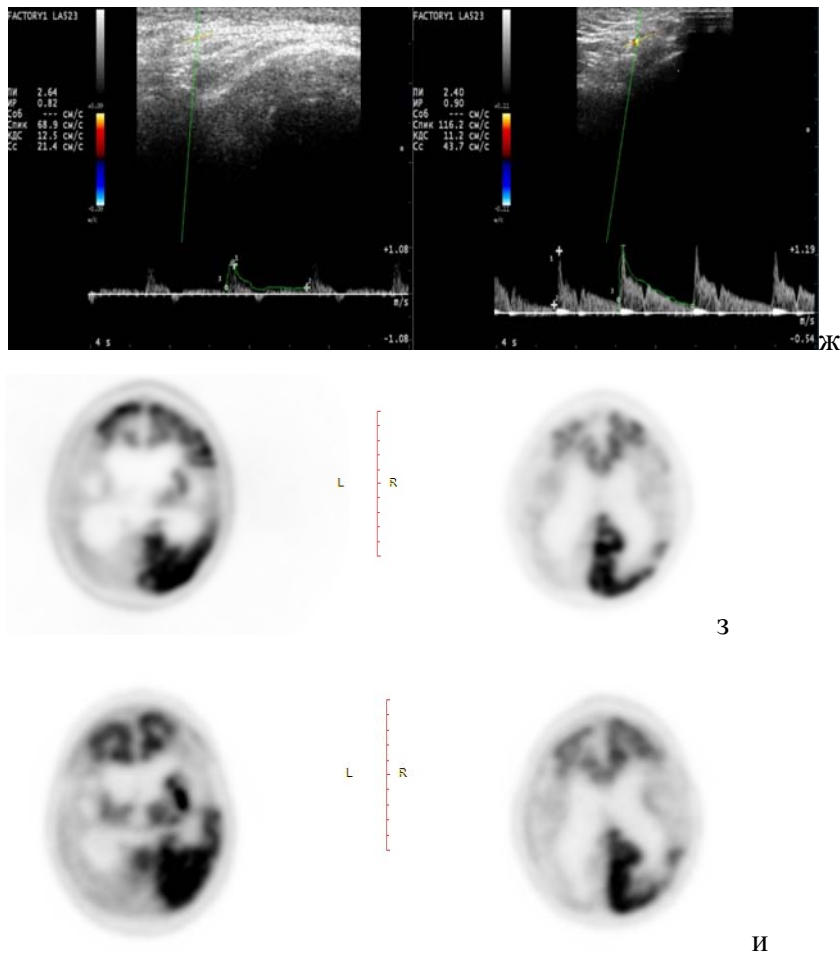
ж) Триплексное сканирование ПВА справа - до, слева – после операции – отмечено увеличение скоростных показателей кровотока. з) ПЭТ до и и) после двух этапов оперативного лечения - в правом полушарии увеличился метаболизма глюкозы в лобной доле, базальных ганглиях, не ярко выраженное диффузное увеличение в височной и затылочной долях
